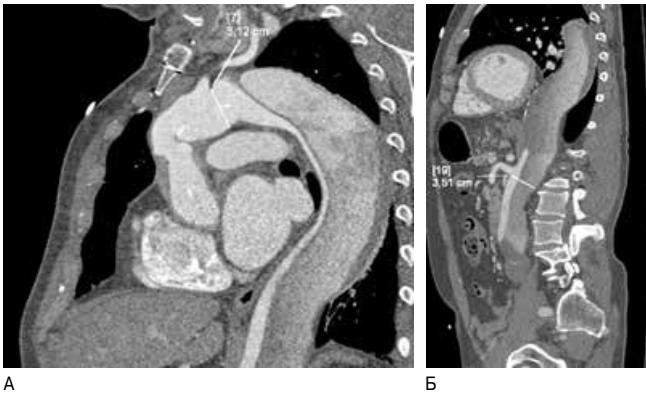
(А, Б). КТ-аортография в 2017г. Сагиттальный срез на уровне грудной аорты (А), на уровне брюшной аорты (Б).
